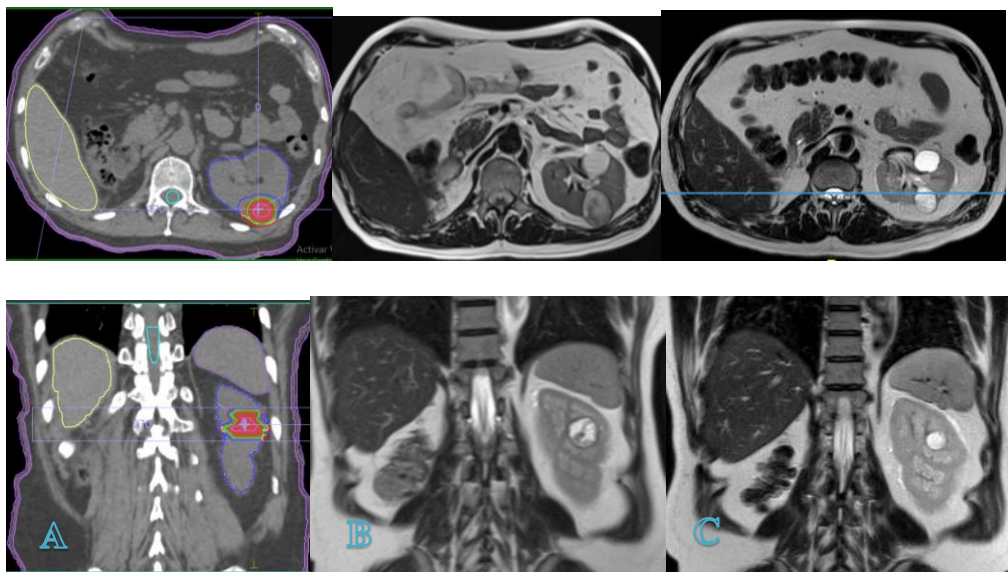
A. Plan de tratamiento en cortes axial y sagital, con una prescripción de 50 Gy en 5 sesiones. B. Resonancia magnética pretratamiento, obtenida 4 semanas antes de ese SBRT. C. Resonancia post tratamiento a los 18 meses, que evidencia reducción del tamaño tumoral y de la celularidad, compatible con respuesta terapéutica.
